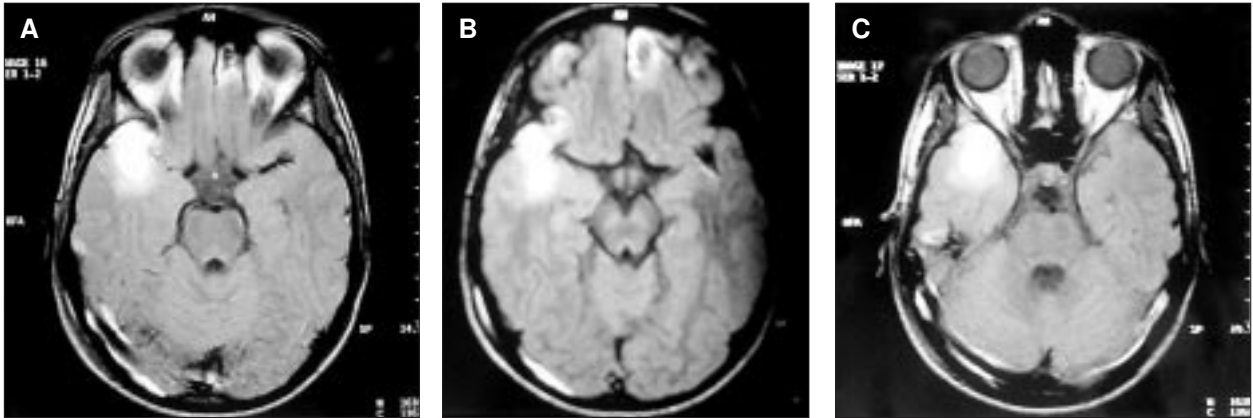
RM craneales del paciente donde se aprecia hematoma frontotemporal derecho.
